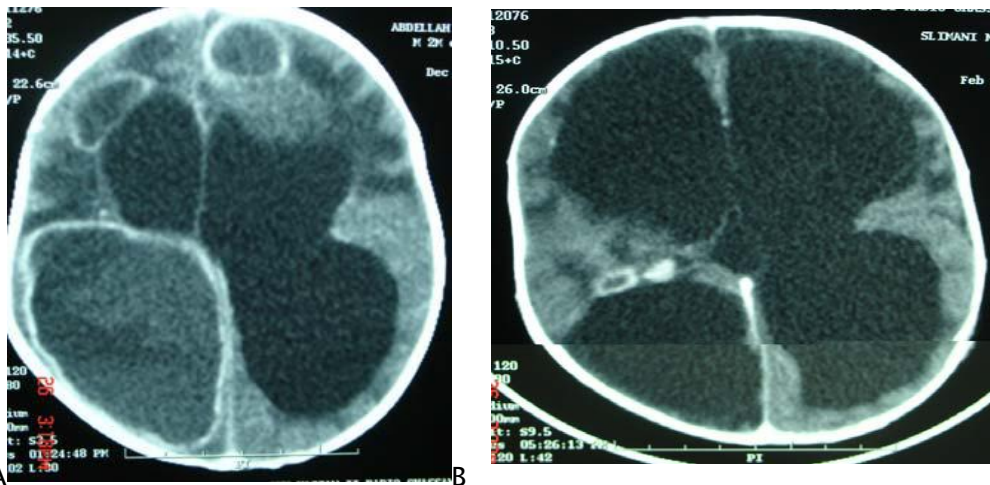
A :TDM en coupe axiale avec injection du produit de contraste, montrant 3 formations hypodenses , frontale droite, frontale gauche et pariéto- occipitale droite ,prenant le contraste en une fine couronne régulière, un œdème périlésionnel , effet de masse avec une dilatation des cavités ventriculaire en faveur d'abcès multiples
